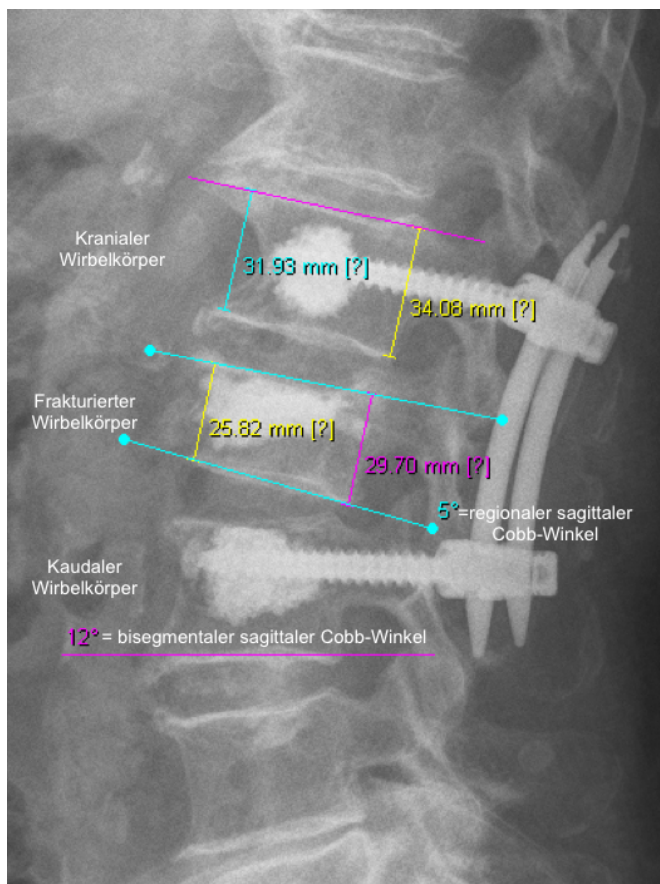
Röntgenbild (seitlich, stehend) einer Patientin mit LWK 2-Fraktur nach Hybridstabilisierung, eingezeichnet sind der bisegmentale (pink, 12° → lordotisch) und der regionale (blau, -5° → kyphotisch) sagittale Cobb-Winkel, außerdem VKH (25,9mm) und HKH (29,7mm) des frakturierten Wirbelkörpers und VKH (31,9mm) und HKH (34,1mm) des kranial angrenzenden Wirbelkörpers.
